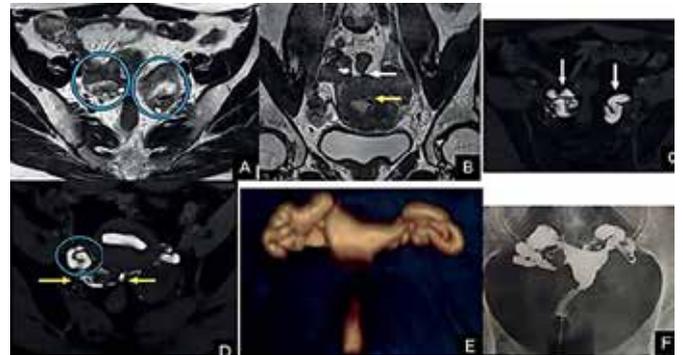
reconstrucción de HSG por RM (1) y HSG (2) mostrando hydrosalpinx bilateral 5
